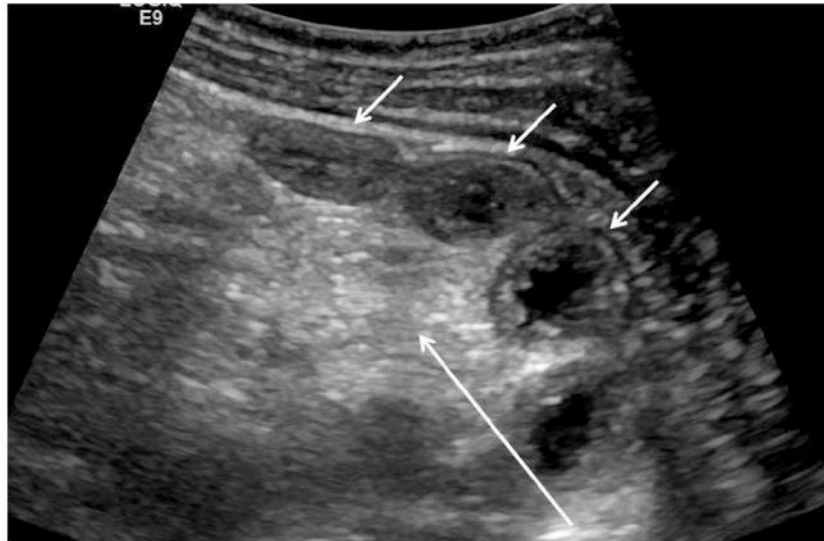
Υπερηχογραφική απεικόνιση λεπτού εντέρου σε οξεία CD. Αναδεικνύεται εξέλκωση στον έσω βλεννογόνο με υποηχοϊκές προσεκβολές του υπερτροφικών υποβλεννογόνιων πτυχών (βέλη). Διατηρείται η στρωματοποίηση και παρατηρείται αυξημένη ροή με χρήση Doppler (ενεργός φλεγμονή) (από Elliott et al.).
